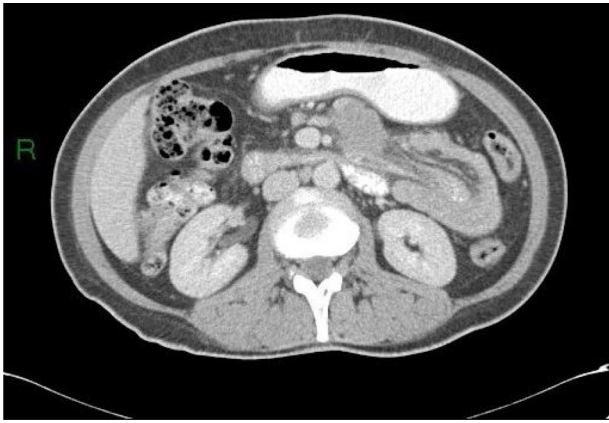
TC abdominal que muestra una intususcepción entero-enterica.
